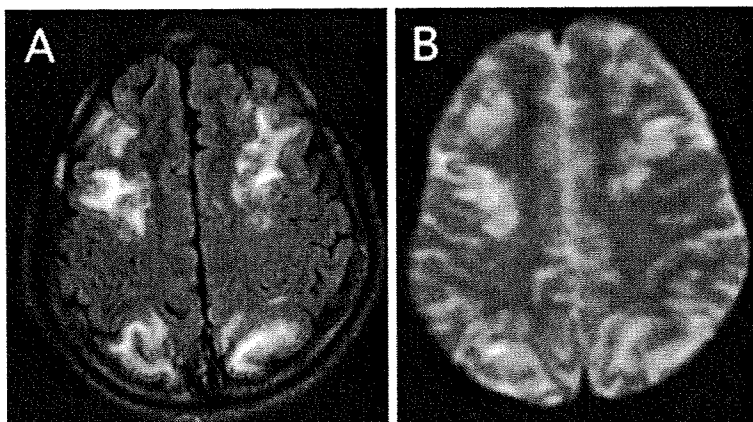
MRI images 9th hospital day.
